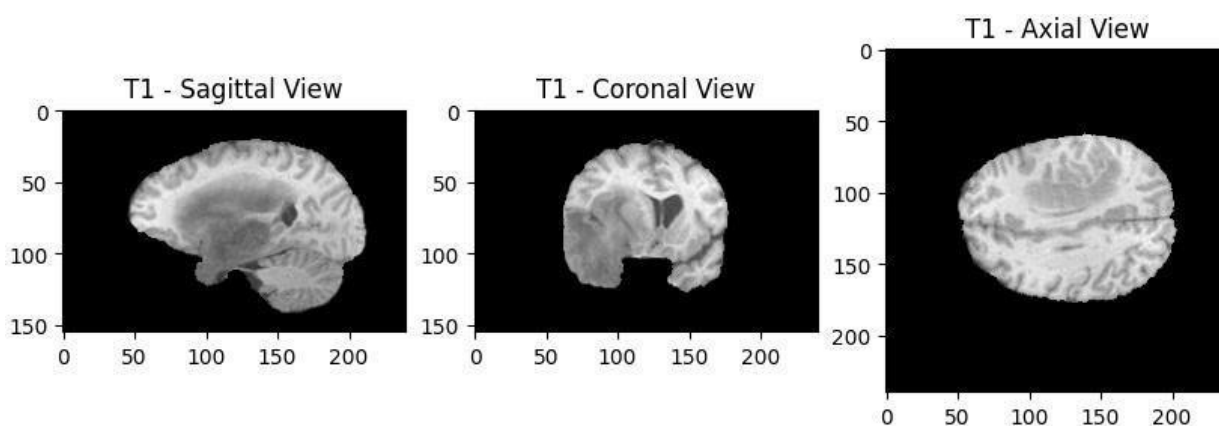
Зображення МРТ-сканування головного мозку модальності T1 в трьох різних площинах
